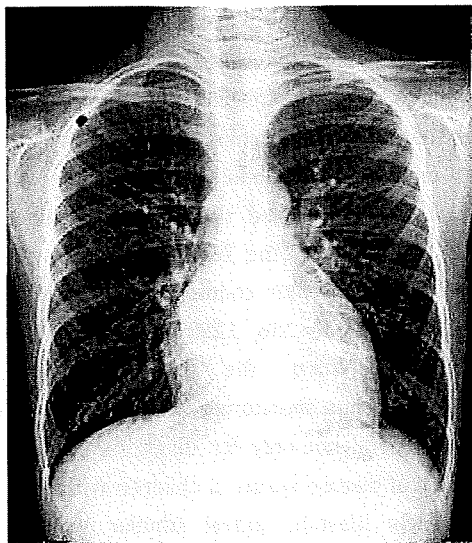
Chest radiograph shows cardiomegaly with a cardiothoracic ratio of 54% and double right cardiac silhouette produced by a markedly enlarged left atrium.
